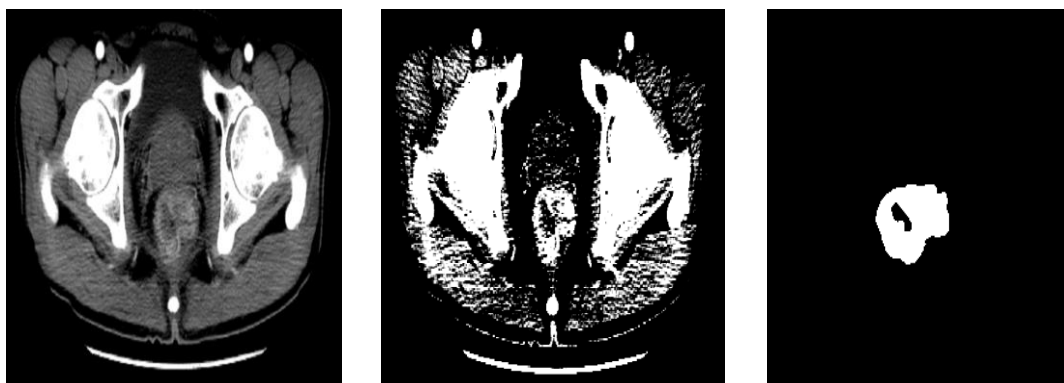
某病人含有肿瘤的 CT 影像改变窗宽、窗位前后
